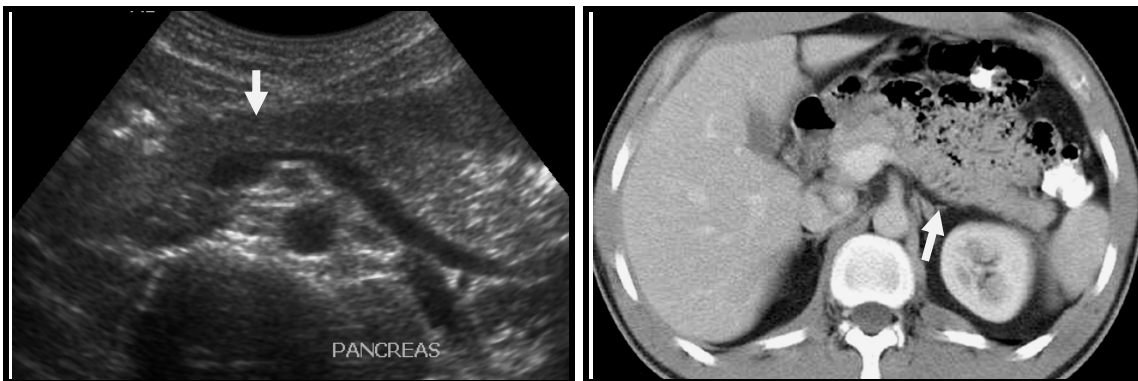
Figura # 2: Ultrasonido de abdomen superior que muestra al páncreas con adecuada morfología y ecogenicidad. Se aprecia el cuello de páncreas por delante de la confluencia de la vena mesentérica y vena esplénica antes de formar la vena porta. Flecha blanca.
